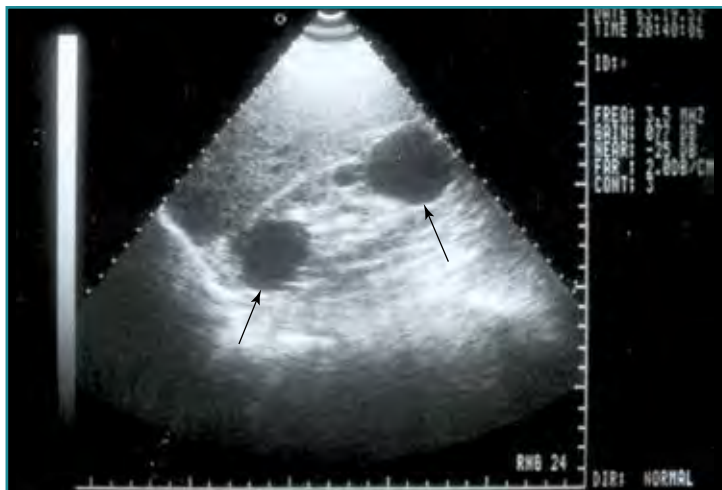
Ecografía de quistes renales simples (flechas).
